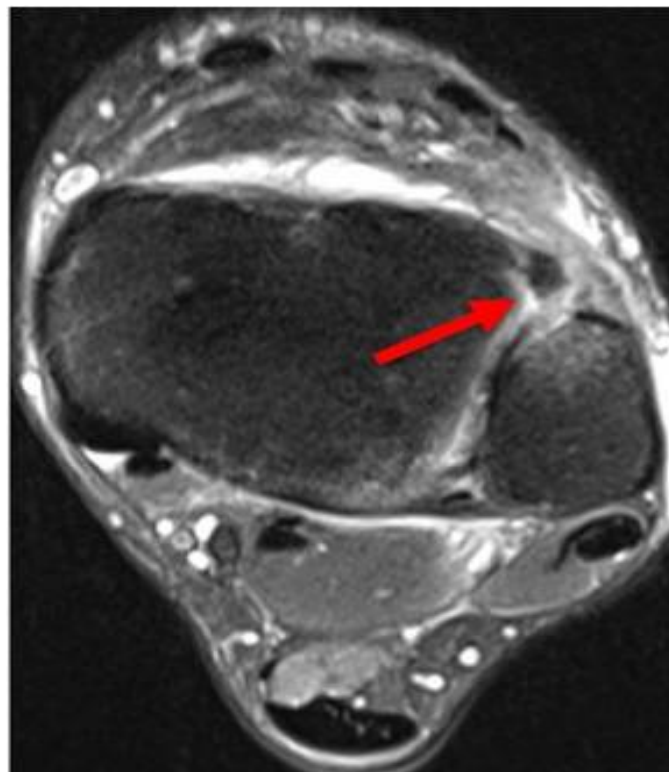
Aspect d'une arthro-IRM de la cheville montrant une rupture du LTFAD. (Flèche en rouge) [09].
